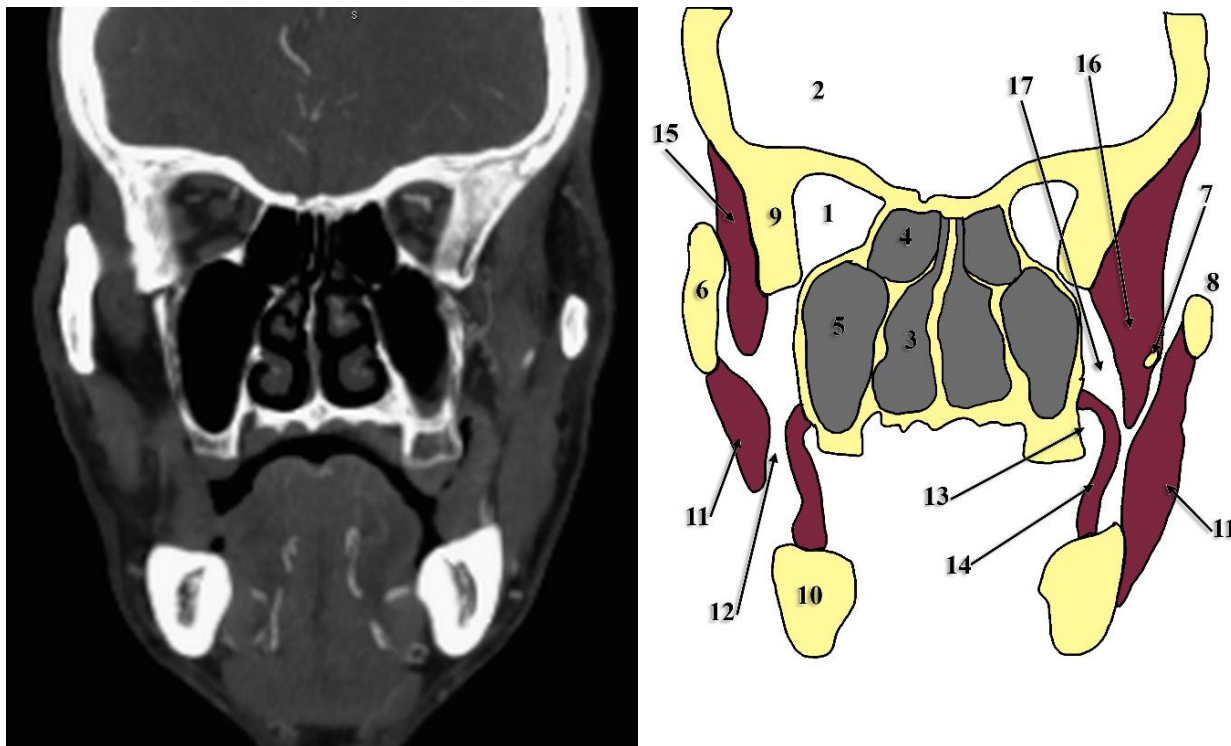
Secțiune CT coronală oblică prin osul zigomatic (partea dreaptă) și arcada zigomatică (partea stângă). 1.orbita; 2.fosa craniană anterioară; 3.fosa nazală; 4.labirintul etmoidal; 5.sinusul maxilar; 6.osul zigomatic (realizează peretele extern al șanțului retrozigomatic al fosei temporale); 7.vârful procesului coronoid; 8.arcada zigomatică; 9.aripa mare sfenoidală; 10.porțiunea distală a corpului mandibulei; 11.marginea anterioară a mușchiului maseter, anterior de ramura mandibulei; 12.spațiul bucal (conține porțiunea jugală a corpului adipos bucal); 13.șanțul vestibular superior; 14.mușchiul buccinator; 15.mușchiul temporal în șanțul retrozigomatic; 16.mușchiul temporal în orificiul zigomatic; 17.fosa infratemporală (conține postero-lateral de sinusul maxilar porțiunea latero-antrală a corpului adipos bucal).
